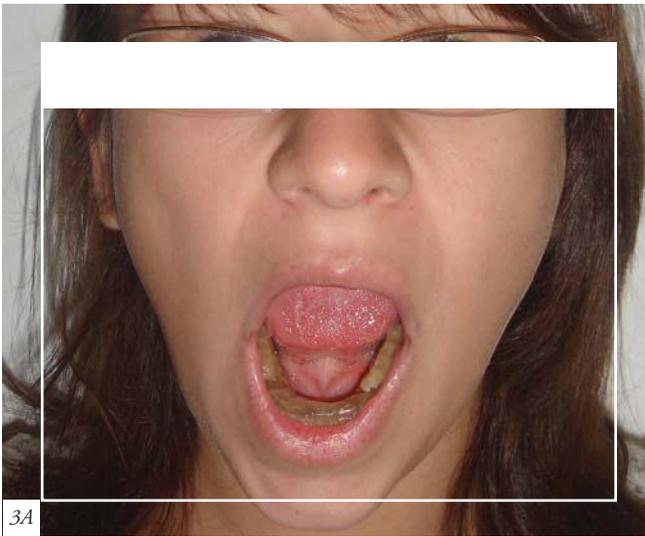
y 3B: Resonancia nuclear magnética de paciente con ARJ de 5 años de evolución, asintomática.
